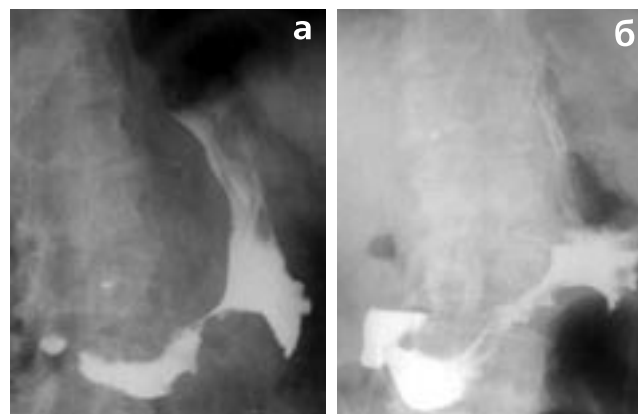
Рентгенограммы желудка больного В., 69 лет, с диагнозом рак антрального отдела желудка. А – до лечения. Б – после лечения
